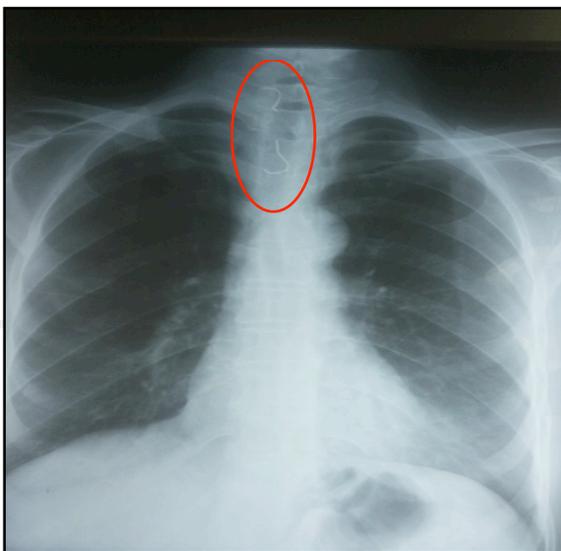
Radiographie thoracique montrant la projection du corps étranger ainsi que ses crochets métalliques entre le premier et le deuxième rétrécissement œsophagien.
